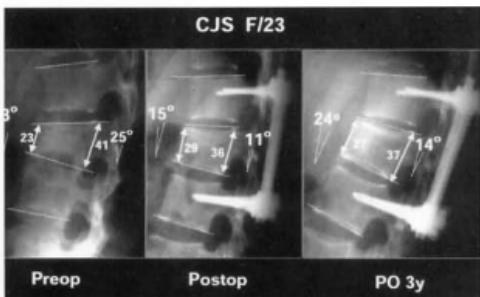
An L1 burst fracture in a 23-year-old woman treated with short posterior segmental instrumentation without additional screw fixation at fractured vertebra. The serial lateral radiographs show loss of corrected kyphotic angle as 9 degree.
